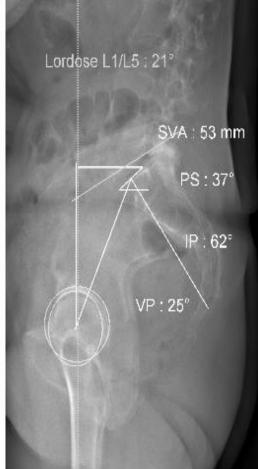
The radiographic criteria that comprise the Scoliosis Research Society-Schwab Classification of adult spinal deformity
